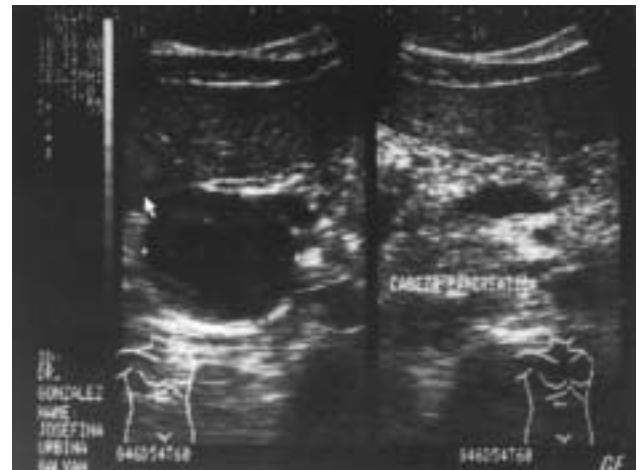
Ultrasonido abdominal. Se observa lesión quística a nivel de la cabeza del páncreas, compatible con pseudoquiste.
